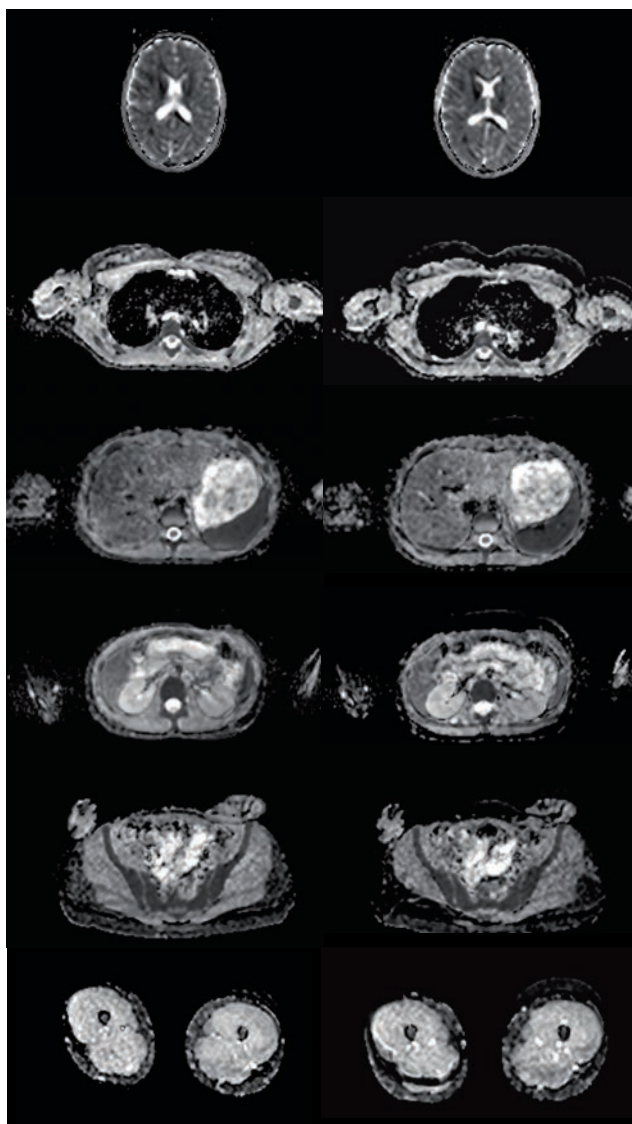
Vergleich ADC-Karte der Standard-DWI-Sequenz (li.) und der ADC-Karte der SMS-DWI-Sequenz (re.) im Ganzkörper-MRT, ausgewählte Schichten von Schädel, Thorax, Oberbauch, Nieren, Becken und Oberschenkel. Es zeigen sich ebenfalls in allen Bereichen vergleichbare Bildqualitäten.
